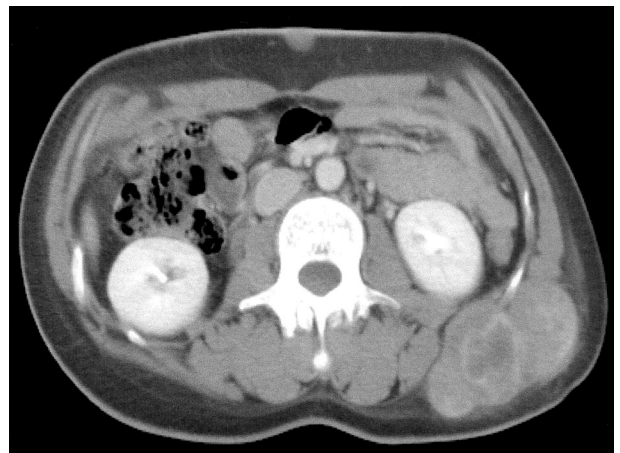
CT finding of the recurrent malignant fibrous histiocytoma. A large muscular mass which is probably intercostal muscle origin is located in left posterior lateral wall of the mid-abdomen. There is a subcutaneous nodule on the supra-umbilical anterior abdominal wall considered as neurofibroma.
